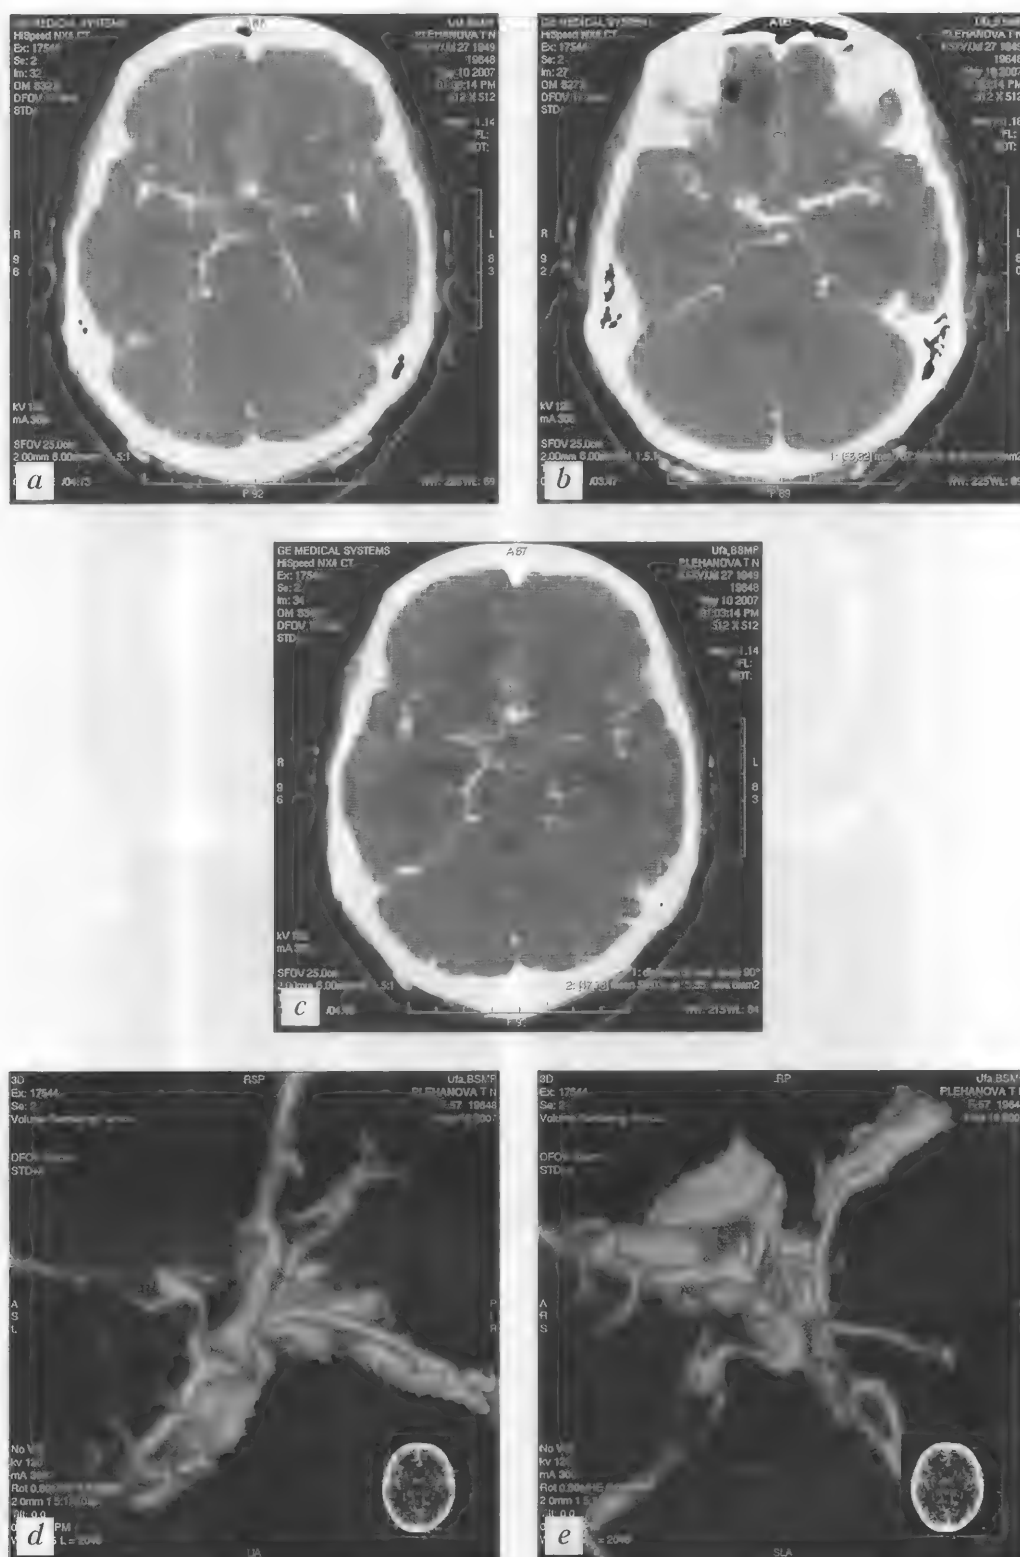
Больной П., 56 лет. Субарахноидально-вентрикулярное кровоизлияние. Разрыв аневризмы передней соединительной артерии. КТ (болюсное контрастирование) — *a–c*; СКТА — *d, e*
